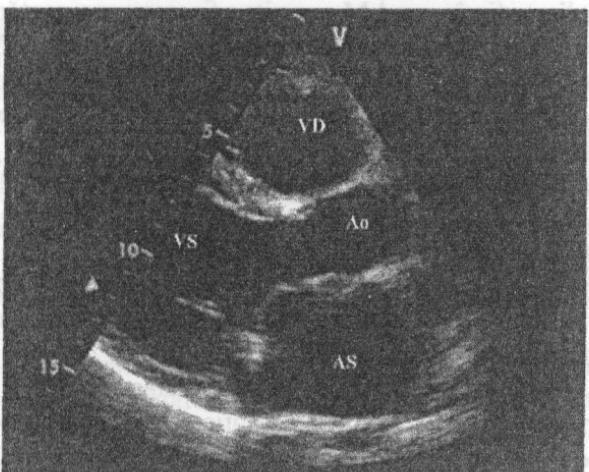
Ecografia bisimensională (2D). Secțiunea parasternală longitudinală. Se vizualizează atriu stâng (AS), valva mitrală (VM), ventricul stâng (VS), aorta (Ao), SIV și VD. La nivelul VM anteroare se vizualizează o vegetație mare ce pătrunde în AS în sistolă. În mișcare se puteau aprecia mobilitatea VM și a vegetației, contractilitatea VS și a VD, ca și mobilitatea valvei aortice.
